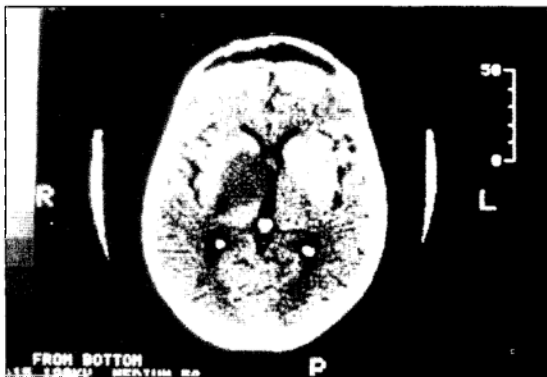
TC de crânio sem contraste. Áreas hipodensas em núcleos da base à direita com discreto efeito de massa.
